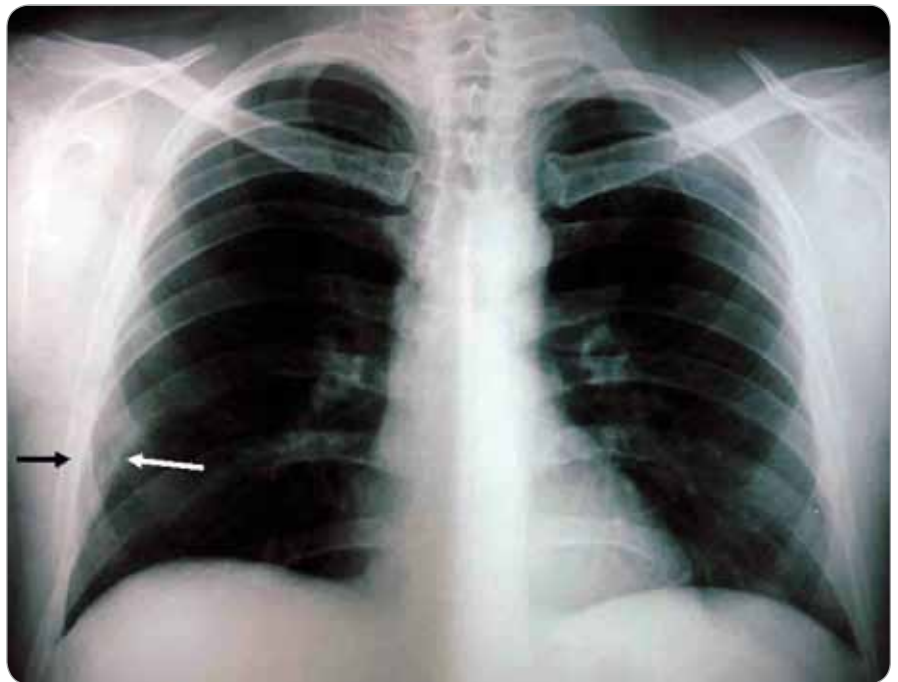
Chest X-ray showing an osteolytic lesion of the right 8th rib.
